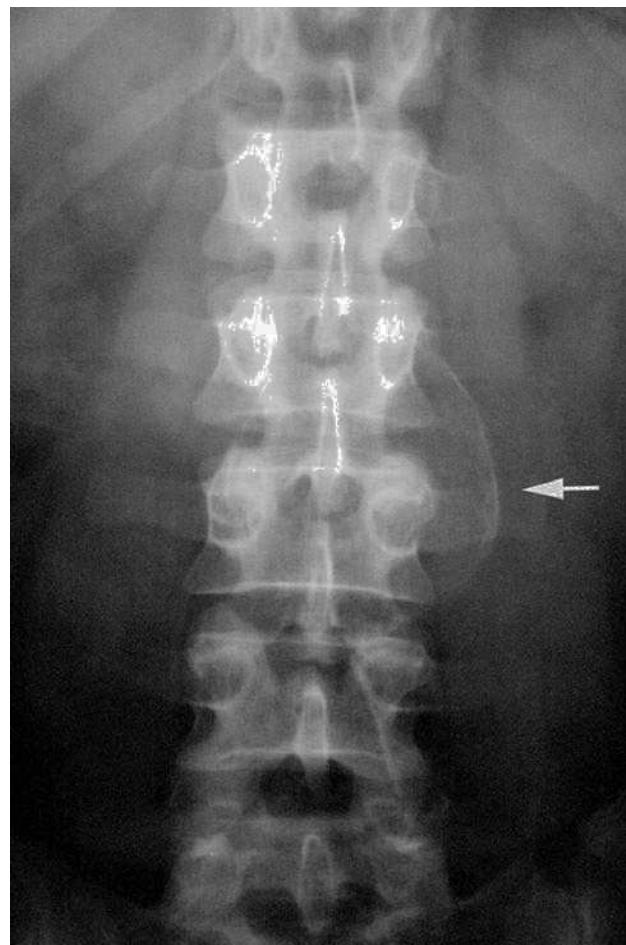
Radiografía de abdomen. Se observa una imagen calcificada (flecha) correspondiente al contorno del aneurisma.
